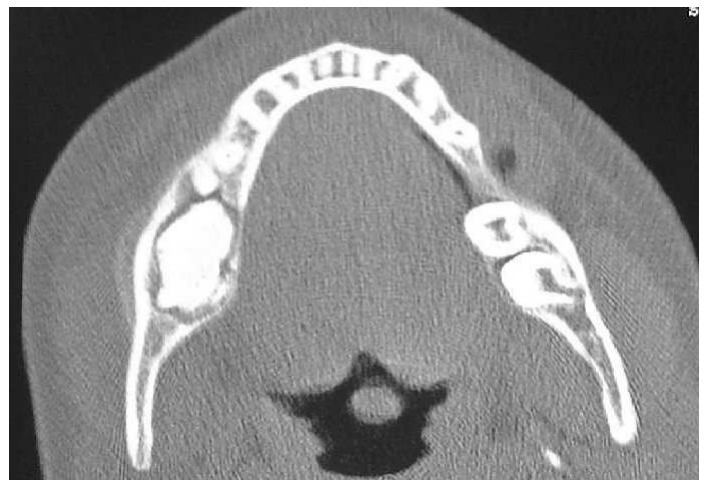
TAC del paciente previa escisión quirúrgica
